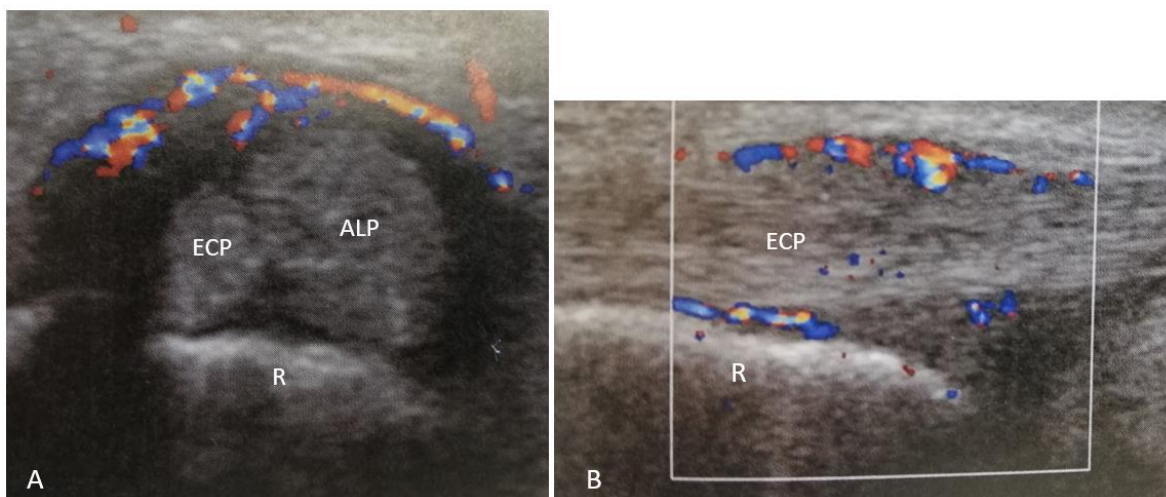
Doppler na TDQ. Imagens de Eco-Doppler em (A) eixo transversal e (B) eixo longitudinal, que mostram aumento do fluxo na bainha peritendinosa. R-Radio⁽²⁷⁾
